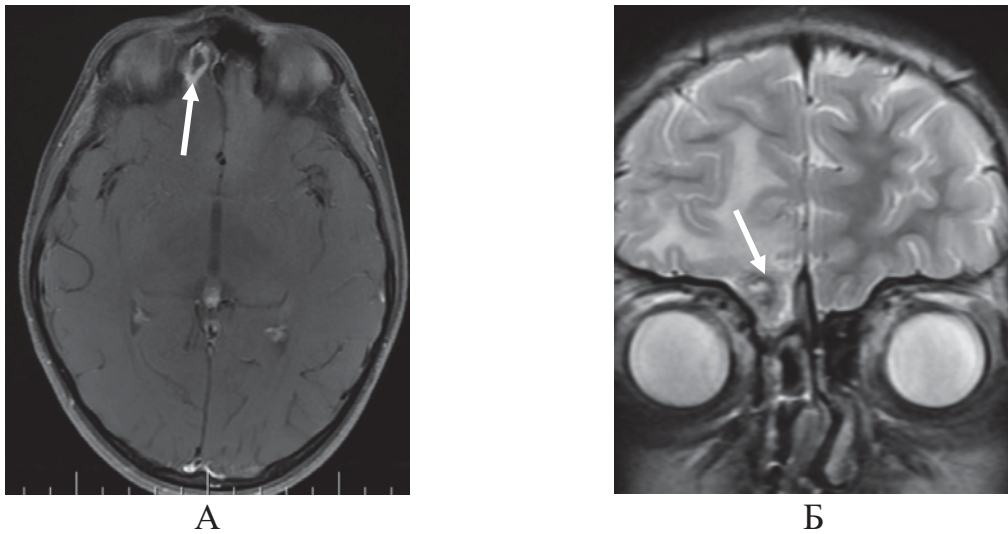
МРТ головного мозга с контрастом, 5 сутки после операции: А, аксиальная проекция, T1 взвешенное изображение – капсула абсцесса, накапливающая контраст, Б – фронтальная проекция, T2 взвешенное изображение, уменьшение зоны отека, капсула абсцесса (показана стрелкой)
